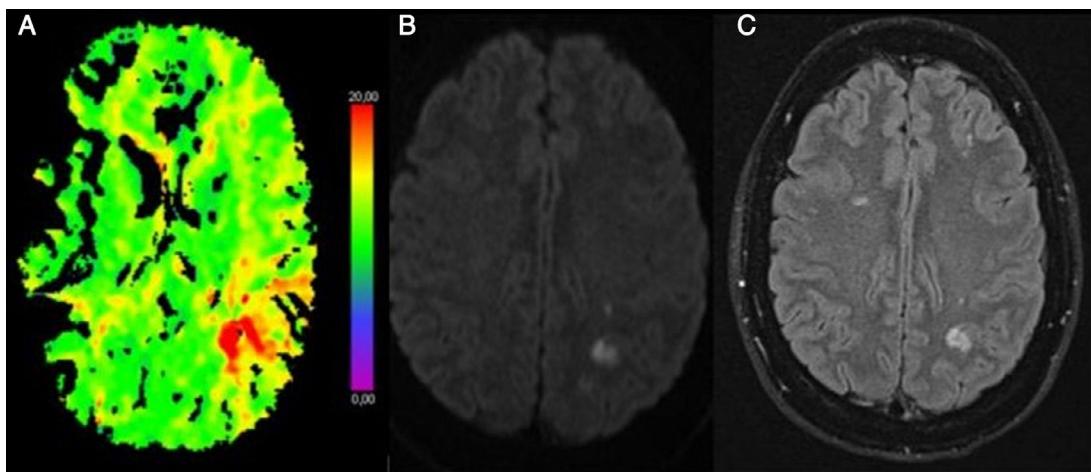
Figura A) TC, secuencia de perfusión. Tiempo al pico: retraso en territorio posterior de la arteria cerebral media izquierda. B) RM, secuencia de difusión. Restricción a nivel córtico-subcortical parietal izquierdo. C) RM, secuencia FLAIR. Lesión córtico-subcortical parietal izquierda (evidenciada en secuencias de difusión), junto con lesiones frontales bilaterales de mayor evolución temporal.
